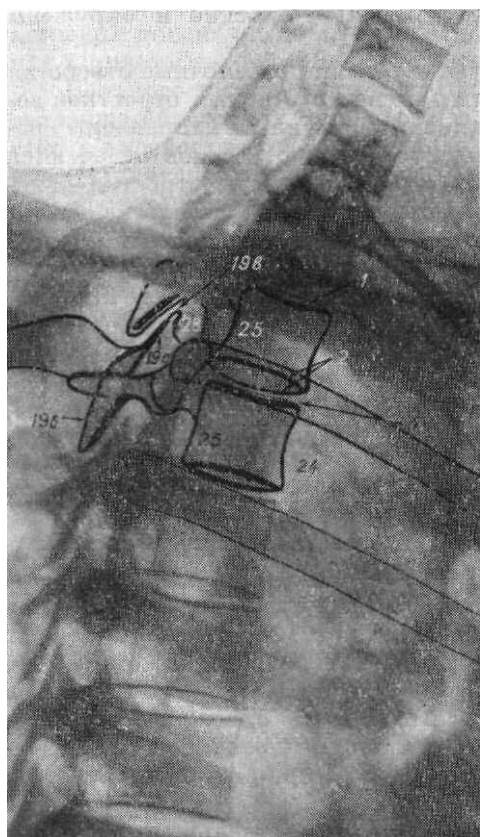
Прицельная рентгенограмма верхних грудных позвонков в боковой проекции.
